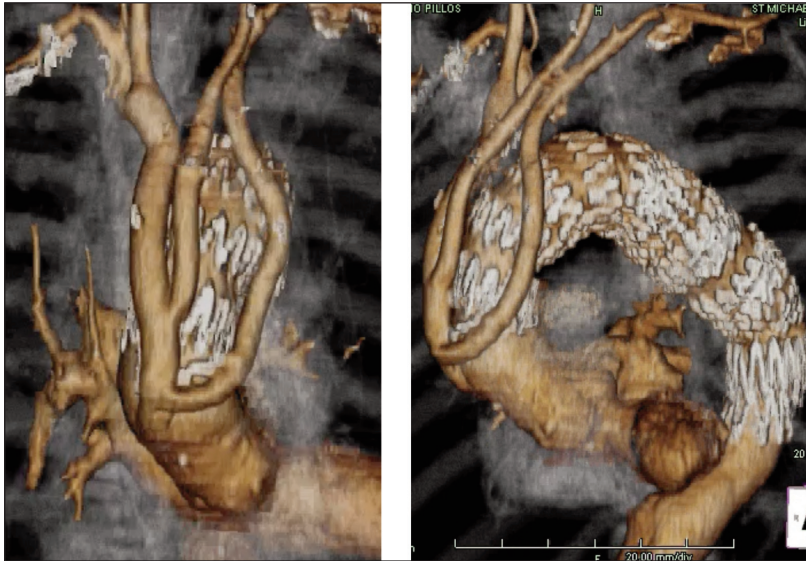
Ricostruzione di tomografia computerizzata che mostra la rivascularizzazione dei tronchi sopraortici con bypass aorto-brachiocefalico-carotideo sinistro e succlavio sinistro. Stent endovascolare in posizione.
